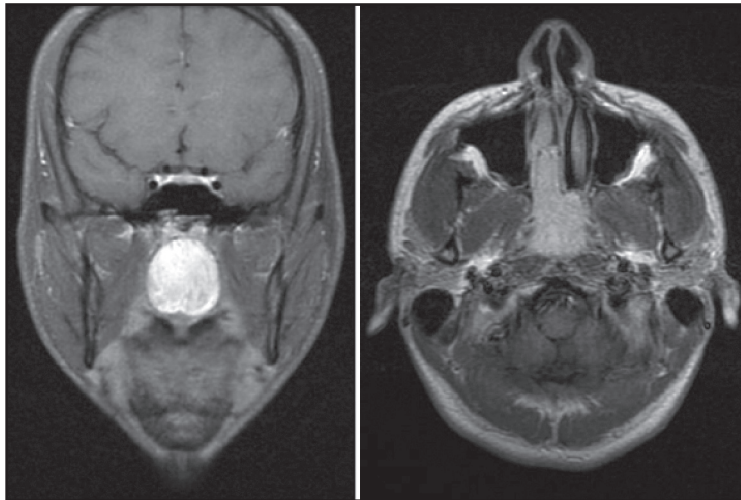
RM de paciente en estadio IIC de Radkowsky operado por vía endoscópica, corte coronal y transversal.
